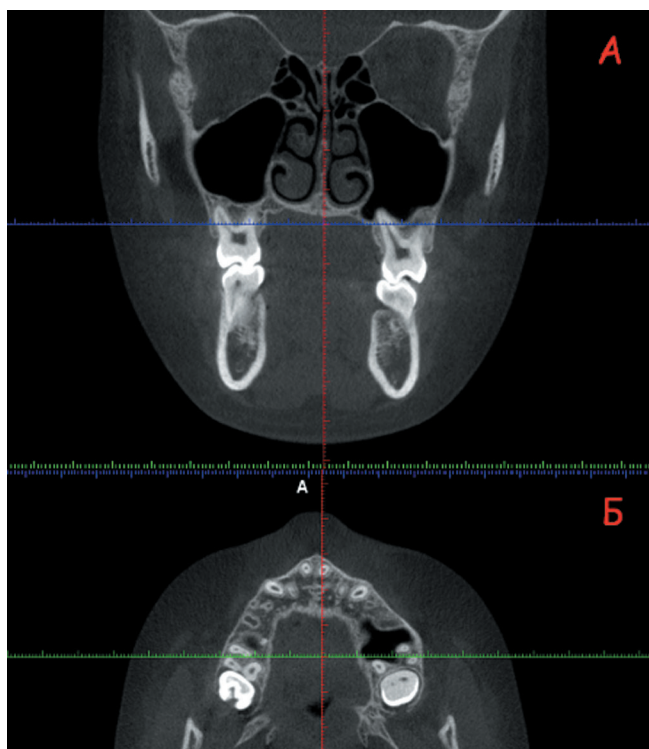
КЛК-томограмма: А. – корональный; Б. – аксиальный срез на верхней челюсти.
